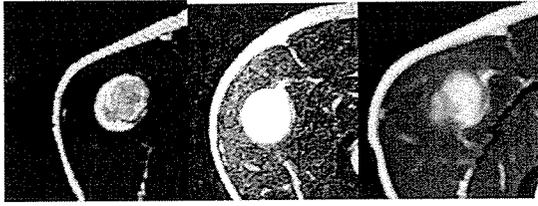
テスラ通常 MRI 器機による神経鞘腫の術前画像
